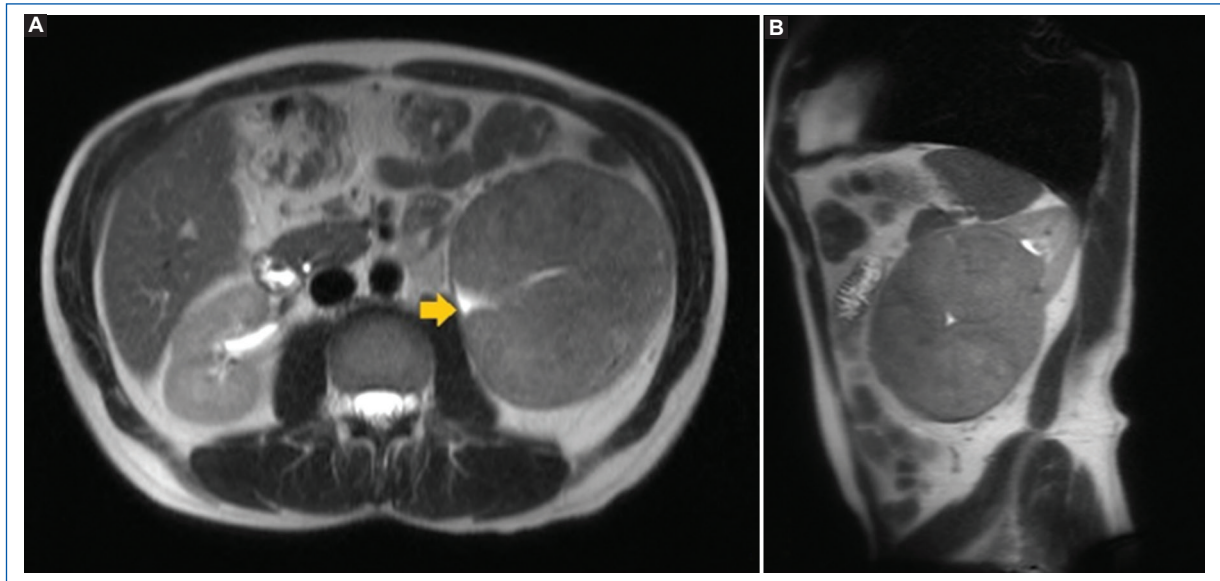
Resonancia magnética de abdomen simple y contrastada. A: corte transversal; se observa riñón izquierdo con aumento difuso de tamaño e hipoimpregnación en áreas de aspecto quístico, consideradas como cambios caliciales secundarios (flecha). B: corte sagital; se observa formación expansiva por masa tumoral proliferativa que mide aproximadamente 11 x 10 cm de diámetro.
